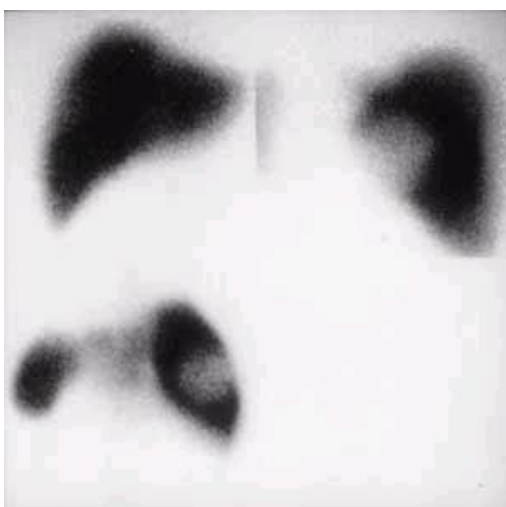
Сцинтиграфия печени с коллоидом технеция-99м в трех проекциях. Дефект накопления не виден в передней проекции и хорошо определяется в правой боковой и задней проекции.
